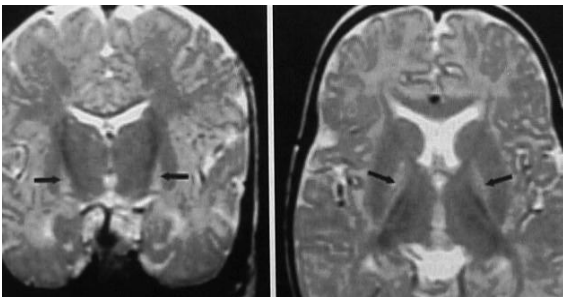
Images D'IRM c r brale chez un nouveau-n  atteint d'ict re nucl aire. Noter les anomalies sym triques et bilat rales de signal   haute intensit  sur les zones du plidum (+ putamen + thalamus) (voir fl ches)
